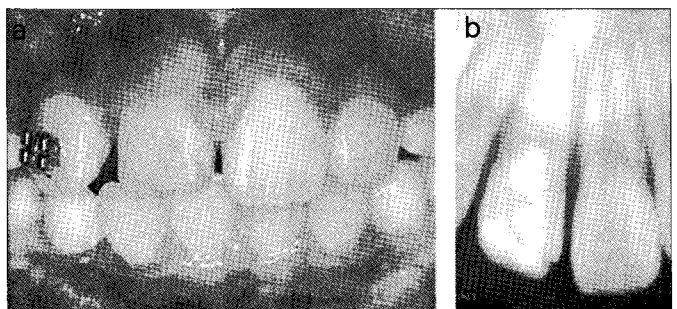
2 weeks after the treatment. (a) Intraoral photo. (b) Periapical radiograph.
